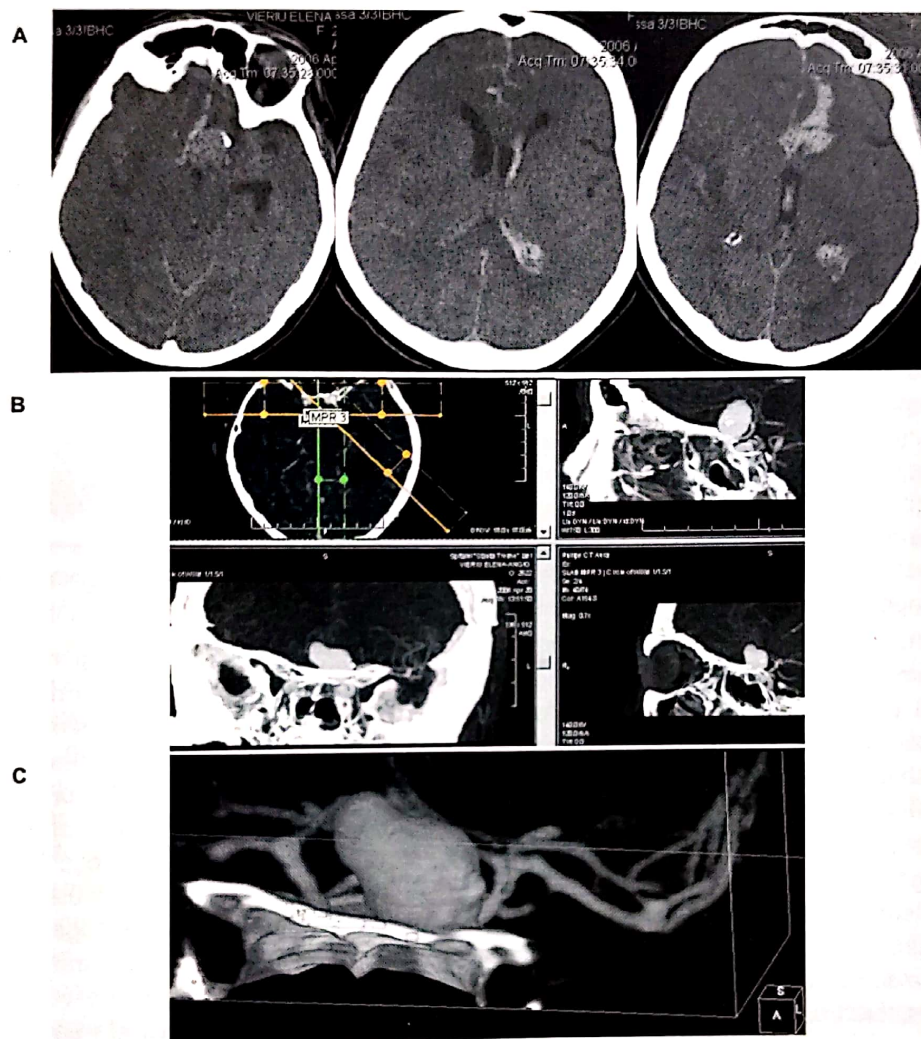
Aneurism gigant juxtaclinoïdian stâng rupt cu HSA grup Fisher IV. Secțiuni CT fără contrast (A). Angiografie CT (B) și reconstrucție tridimensională (C).
